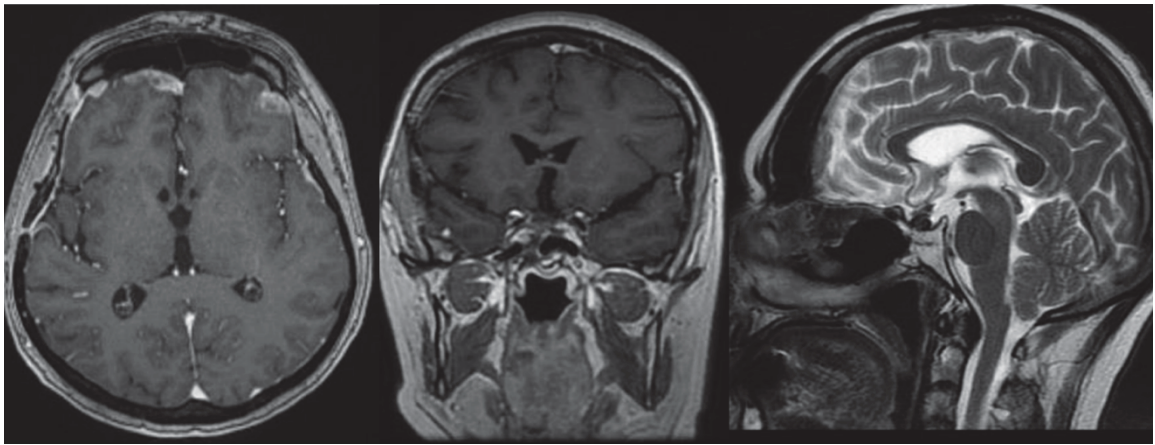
МРТ головного мозга от июня 2018 после химиотерапии. Нет рецидива заболевания
